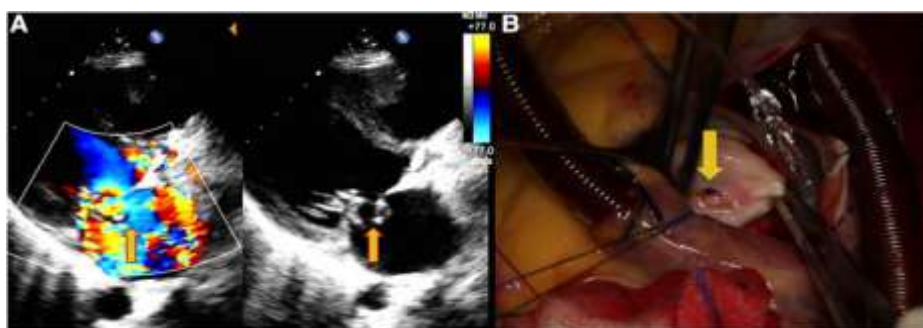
Données échocardiographiques chez une patiente de 31 ans présentant dyspnée, palpitations et fièvre depuis 7 jours. (A) Anévrisme de la valve mitrale (MVA) avec perforation et régurgitation (flèches jaunes). (B) Aspect per-opératoire (75).
